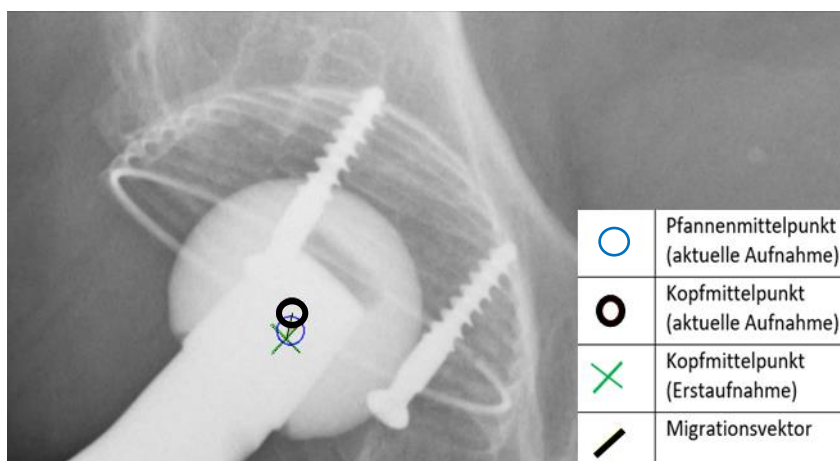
Röntgen: Ermittlung des Migrationsvektors
